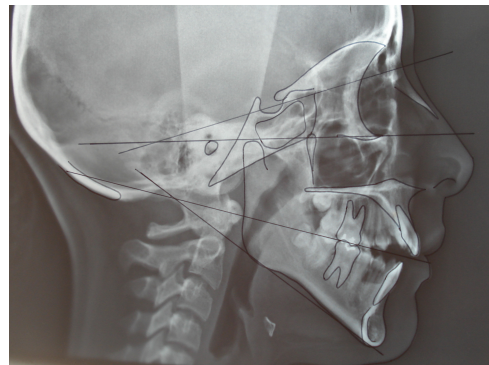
Téléradiographie de profil d'un patient hyperdivergent.
